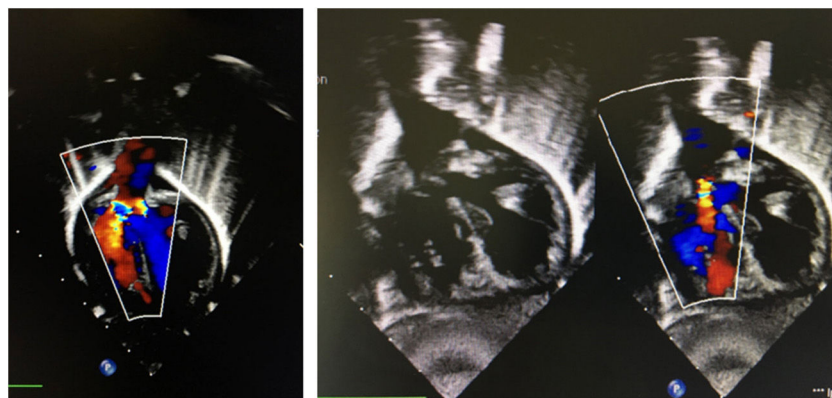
Ecografía 4 cámaras pre y postoperatorio de paciente 3 (atresia aórtica).
